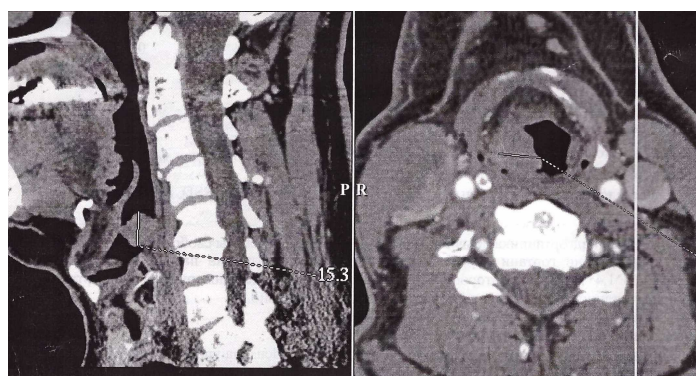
Компьютерная томограмма пациента Н.
